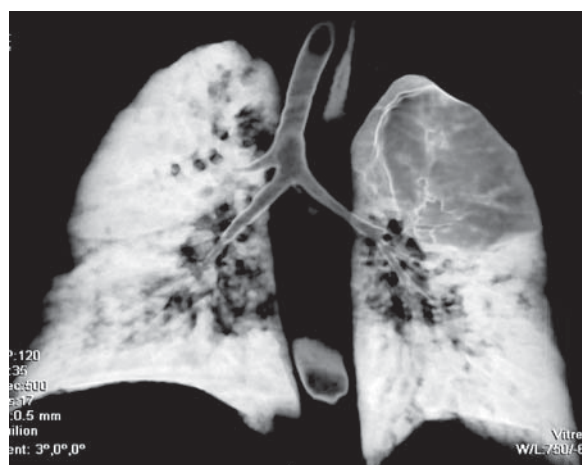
Child A*. Computer tomography in reconstruction 3D, in bronchography regimen. Hyperpneumatization of the upper lobe on the left. In the same time, a tracheal bronchus is viewed on the right.
